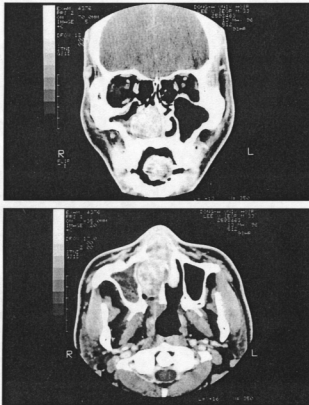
Preoperative CT scan with enhancement. A huge, inhomogenous and well enhanced mass was noted destructing the medial wall of right maxilla and deviating the septum. A : Coronal view. B : Axial view.
